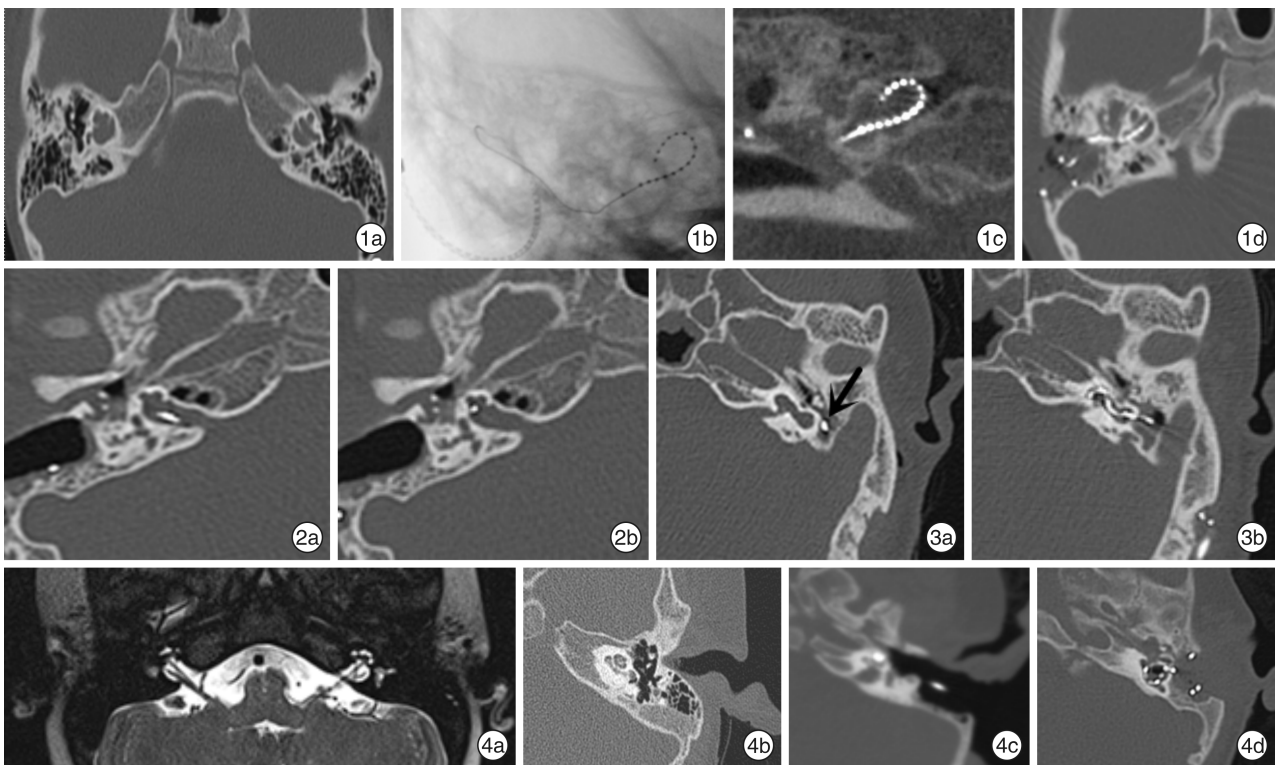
术中CT在显示解剖细节方面优于二维C臂透视 1a:术前颞骨CT示双侧IP-III;1b:第1次手术中C臂透视提示电极弯曲度及曲线正常;1c:术后CBCT显示电极错位至内听道;1d:在CT手术室取出电极重新植入耳蜗,经术中CT确认电极阵列位置正确;
